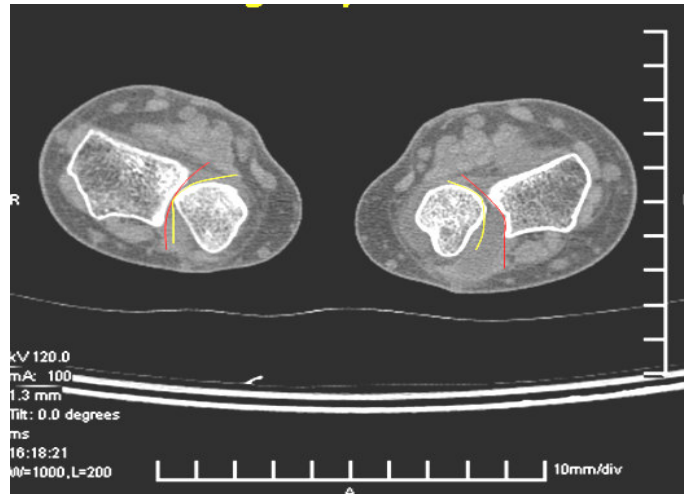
BT'de Mino metodu
